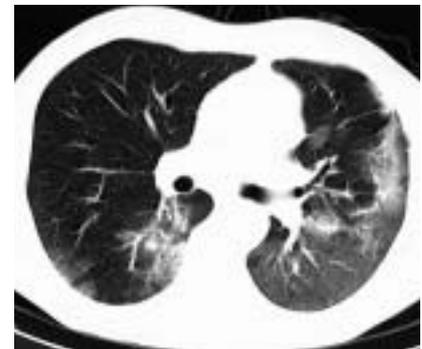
КТ легких: изменения по типу “матового стекла” и участки консолидации в субплевральных отделах с обеих сторон.
